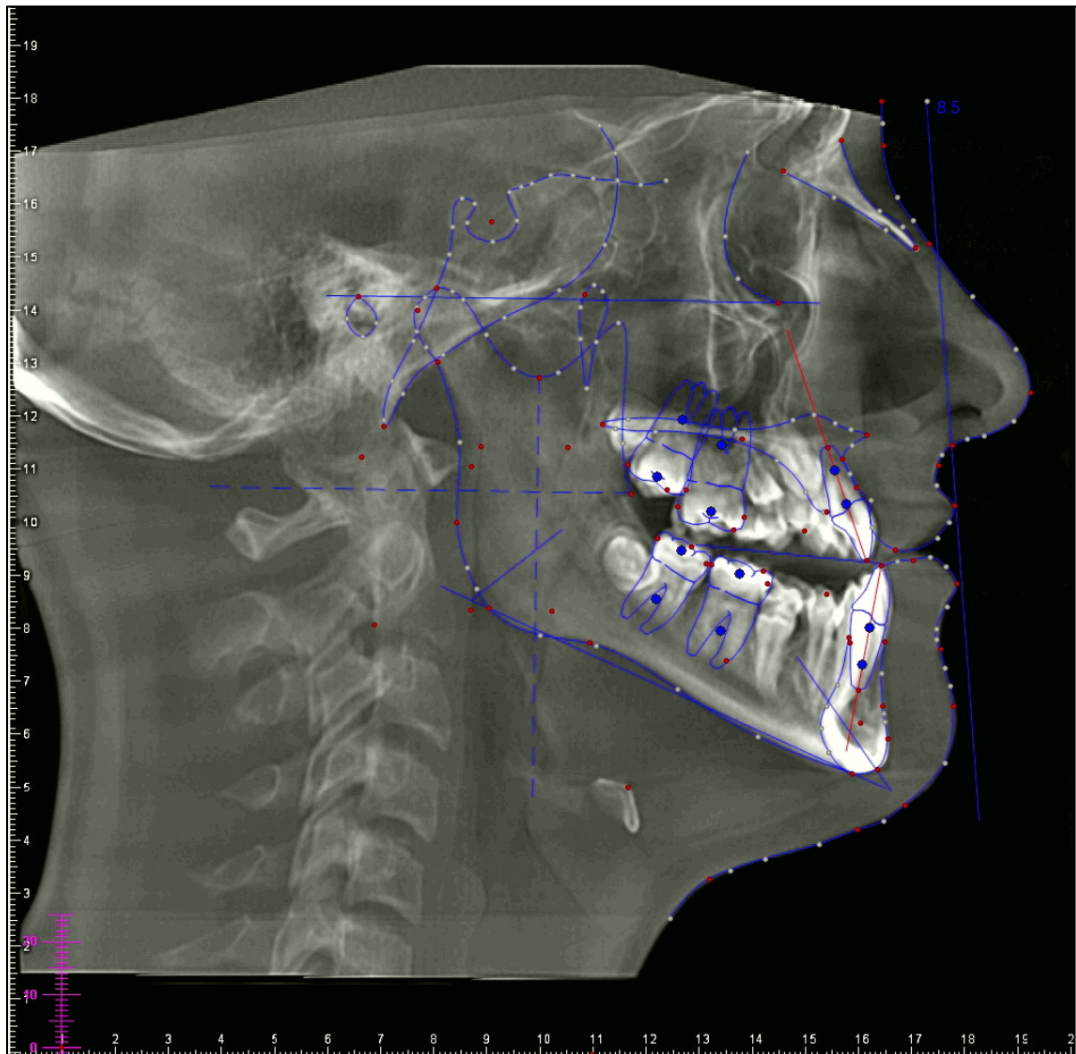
Ubicación de los 76 puntos de referencia radiológica identificados en una radiografía lateral de cráneo (paciente LC6.23).
